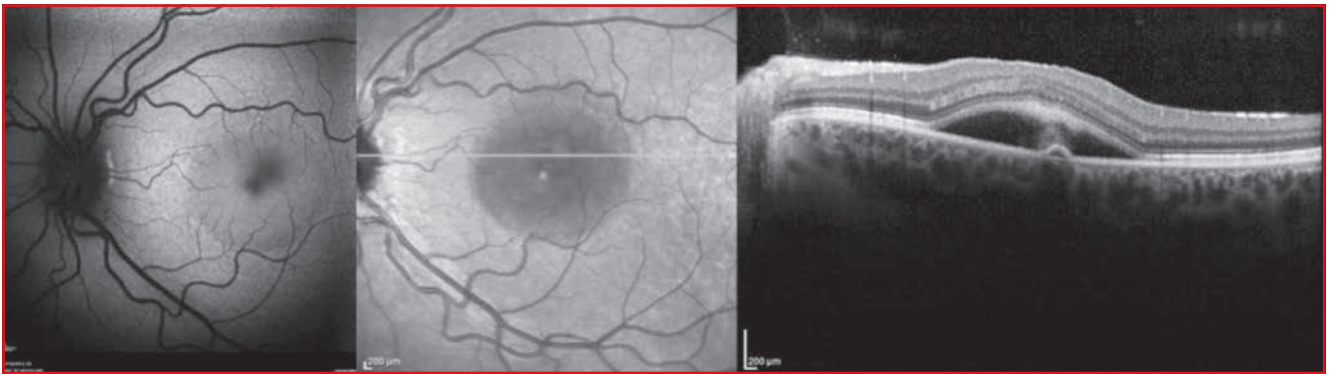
Patiente de 34 ans, primipare, enceinte de 7 mois présentant une acuité visuelle gauche de 1/10 en relation avec une CRSC. Tomographie à cohérence optique montrant la présence d'une bulle de décollement séreux rétinien maculaire avec un minime décollement de l'épithélium pigmentaire.
